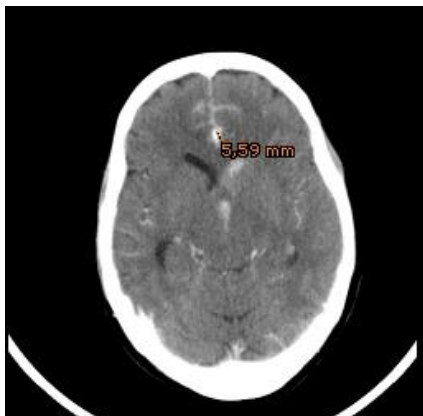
TC craneal con CIV. Aneurisma en arteria pericallosa anterior.
